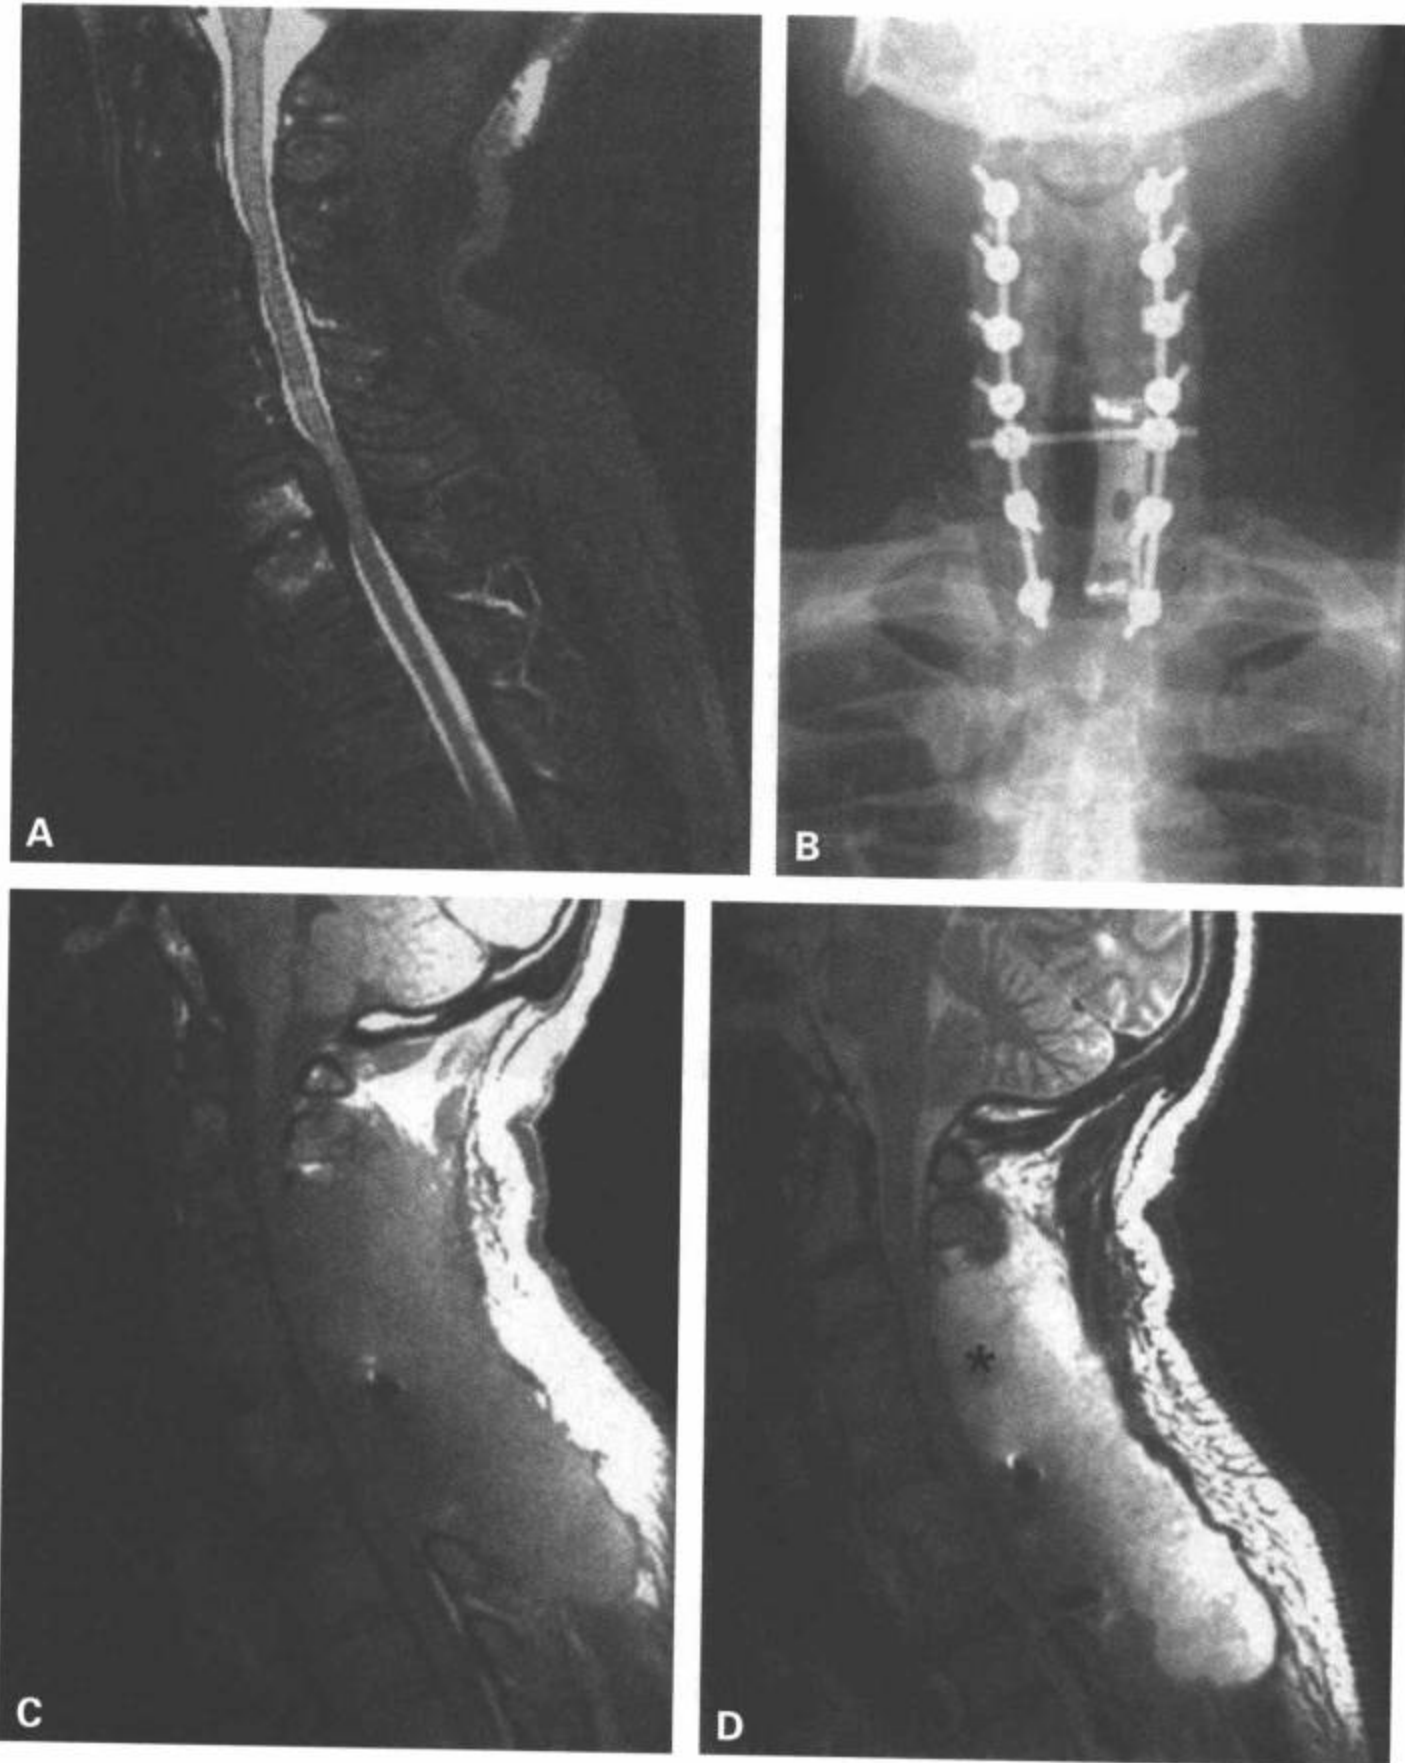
硬膜外血肿。一例退行性颈椎病和椎管狭窄的病人，接受 C7 前路椎间盘切除和 C3-T1 后部椎板切除与融合术，术前的 T2 加权矢状面图像 (A) 及术后的前后位平片 (B)。病人术后力量立刻改善，术后两天正常出院。病人术后做一次常规的颈椎 MRI 检查，评价脊髓的减压。MRI 显示似乎是一个巨大的压迫性硬膜外血肿 (D 中星)，如矢状面 T1 (C) 和 T2 加权图像 (D) 所示。
